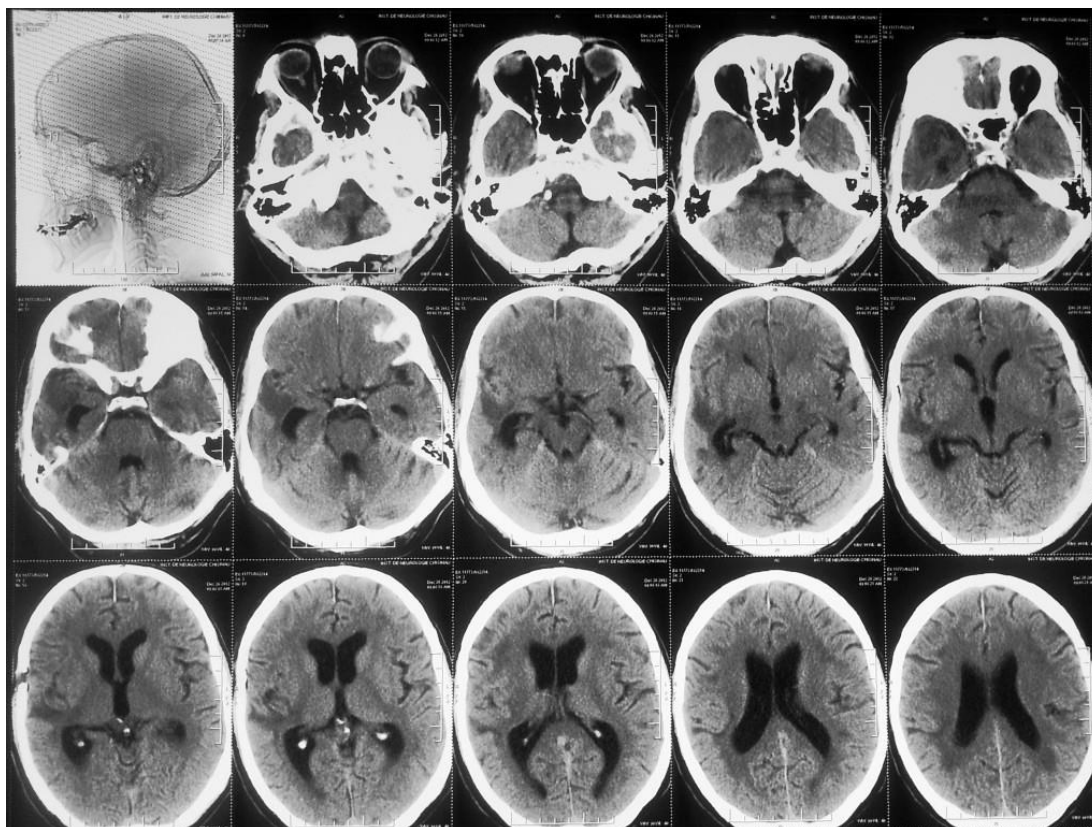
CT cerebral a pacientului din Figura 4.9 obținut 30 zile postoperator.
